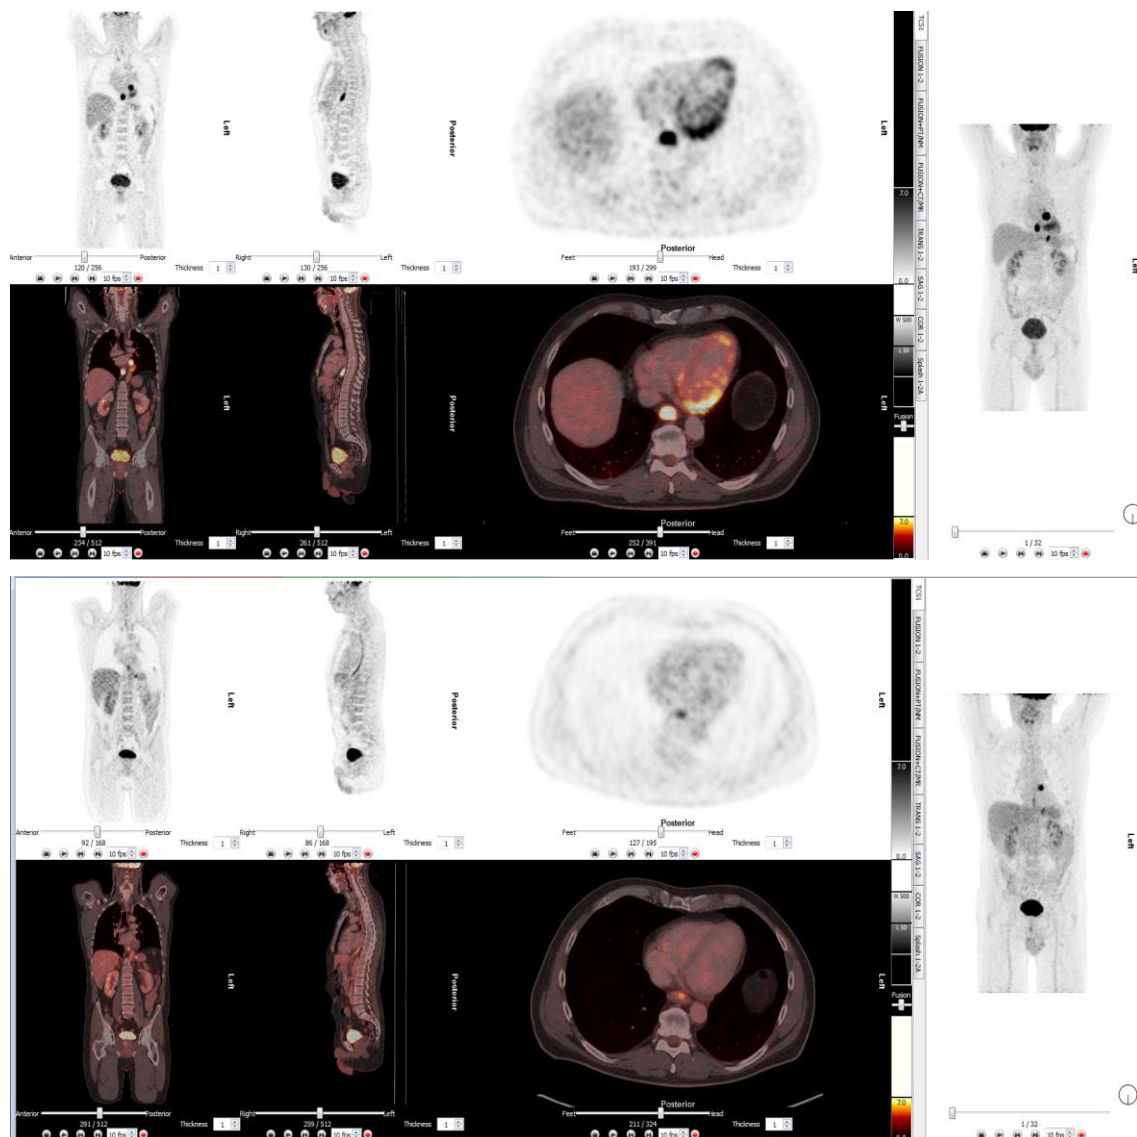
Beurteilung des Ansprechens mit Hilfe von FDG-PET/CT
